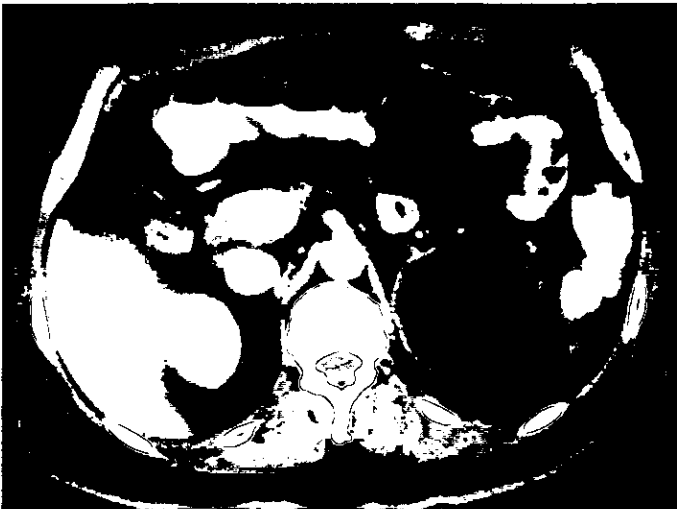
TC muestra una lesión encapsulada con pared delgada, que midió -60 HU y apariencia heterogénea.
